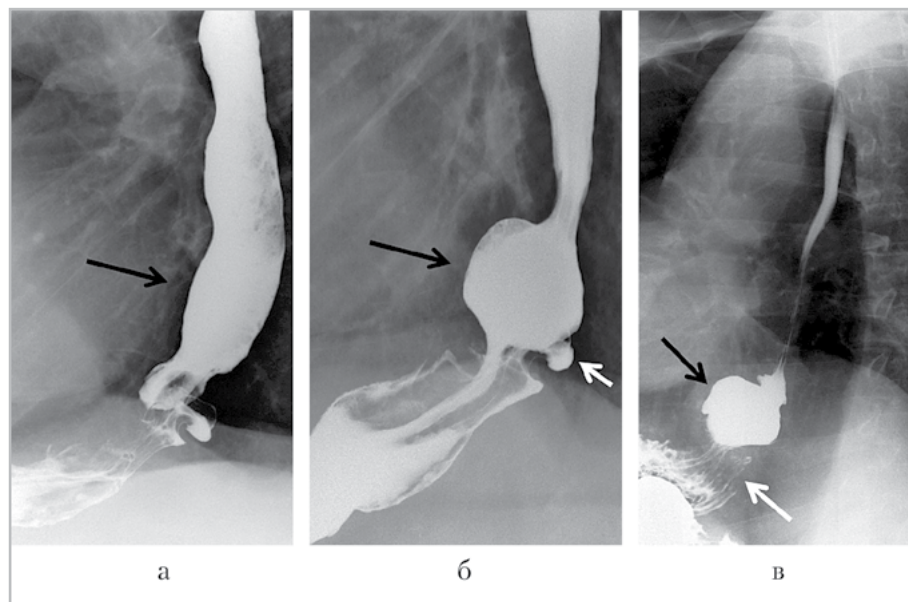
Прицельные рентгенограммы кардиоэзофагеальной зоны в боковой проекции с пероральным контрастированием. Осложнения после АРО по Тупе (2013) у пациента Ж., 36 лет (а, б). Определяется миграция манжеты, тип I (белая стрелка), с сужением просвета пищевода (черная стрелка) и замедлением эвакуации из него. Осложнения после АРО по Ниссену — Розетти (2012) у пациента Д., 62 года (в). Определяется втягивание антирефлюксной манжеты в заднее средостение (белая стрелка) при укорочении пищевода с сужением просвета желудка и растяжением кардии (черная стрелка)
